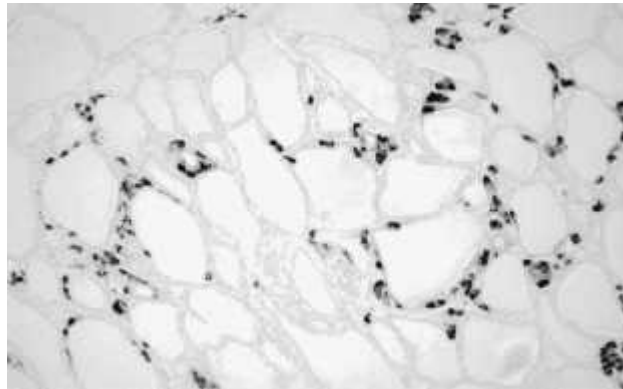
HCC focale, immunomarquage à la CT (grossissement x100) ⁽⁸⁰⁾
